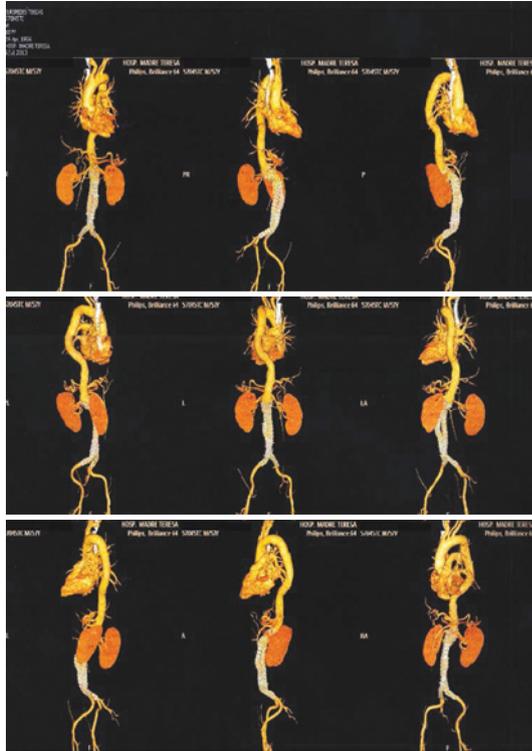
Angiotomografia com contraste após implante endovascular de prótese Enduran em "y".
